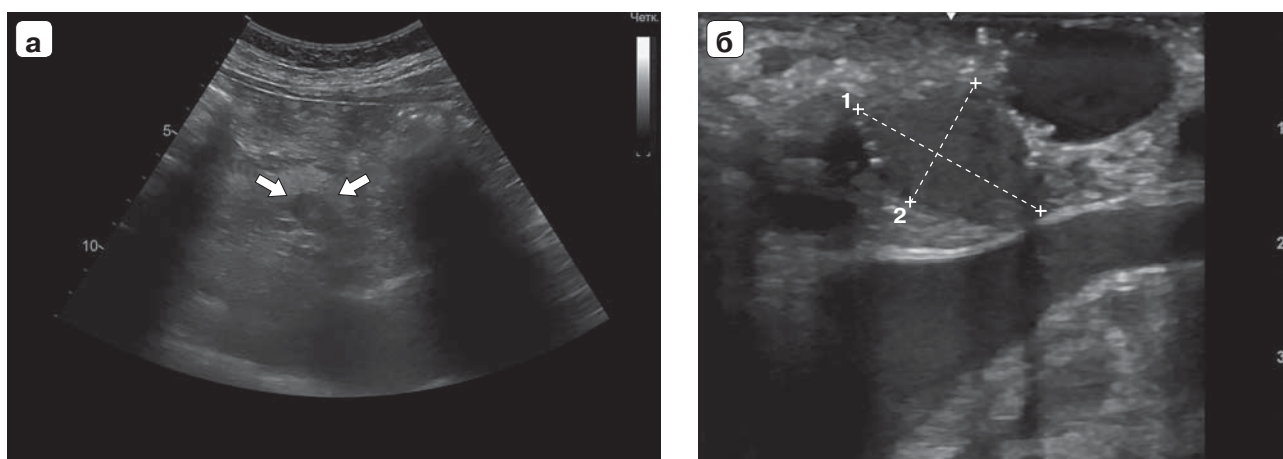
Ультразвуковые сканограммы. НЭО ПЖ: а – чрескожное исследование, гипоехогенное солидное образование с ровными четкими контурами, однородной структуры (указано стрелками); б – ИОУЗИ, интрапаренхиматозная НЭО, гипоехогенное солидное образование однородной структуры (измерено пунктирными линиями).
